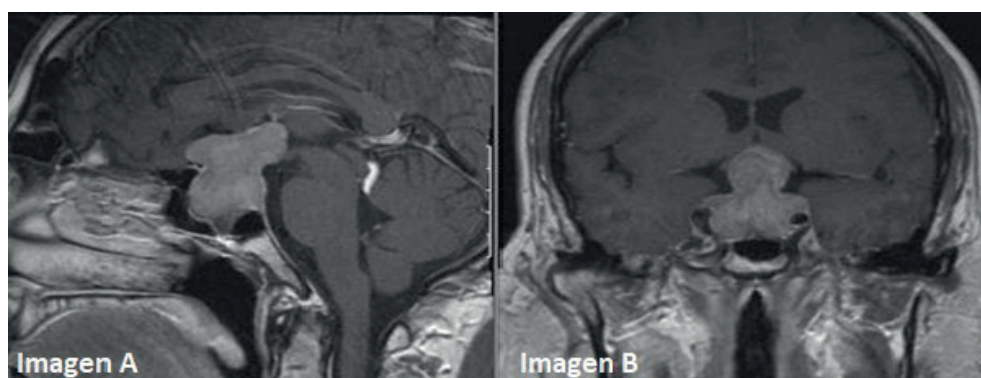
Imagen de resonancia de la silla turca, T1 en el plano sagital (imagen A) y coronal (imagen B) Evidenciando un macroadenoma hipofisario con invasión de áreas y compresión de estructuras cercanas.
